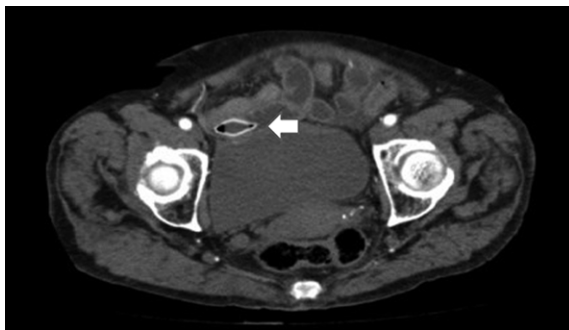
Tomografía computada con contraste. Flecha muestra cuerpo extraño.
